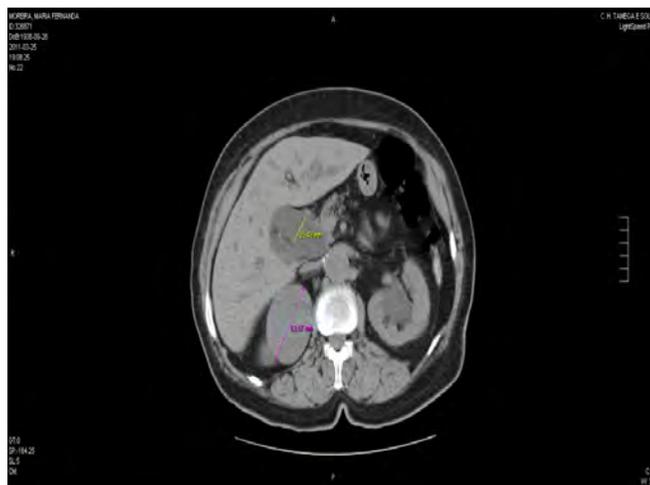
Imagem TAC Abdominal mostrando dilatação da Vias biliares (25,48mm) e Lesão sólida e exófica no pólo superior do rim direito (63,07mm).
